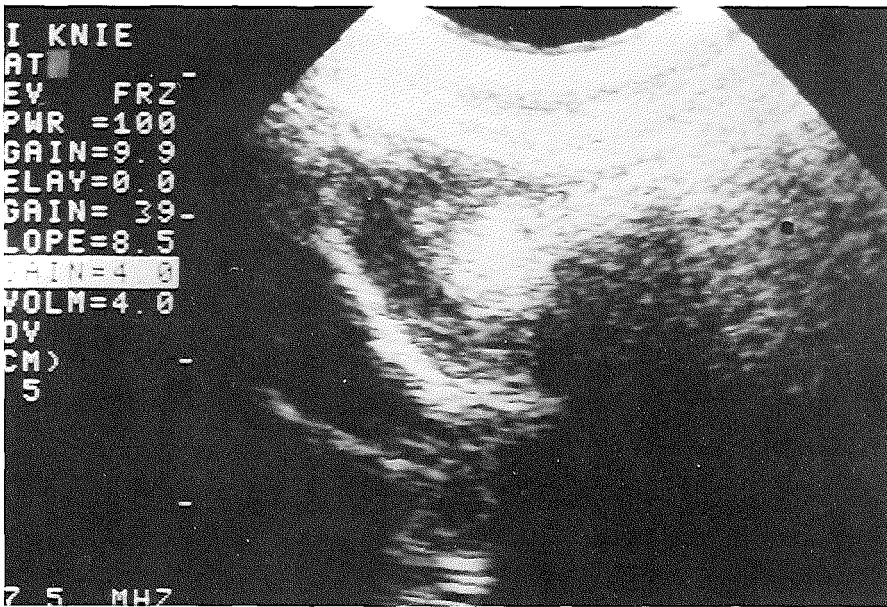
Ultrasonografisch beeld van de mediale patellofemorale ruimte.
